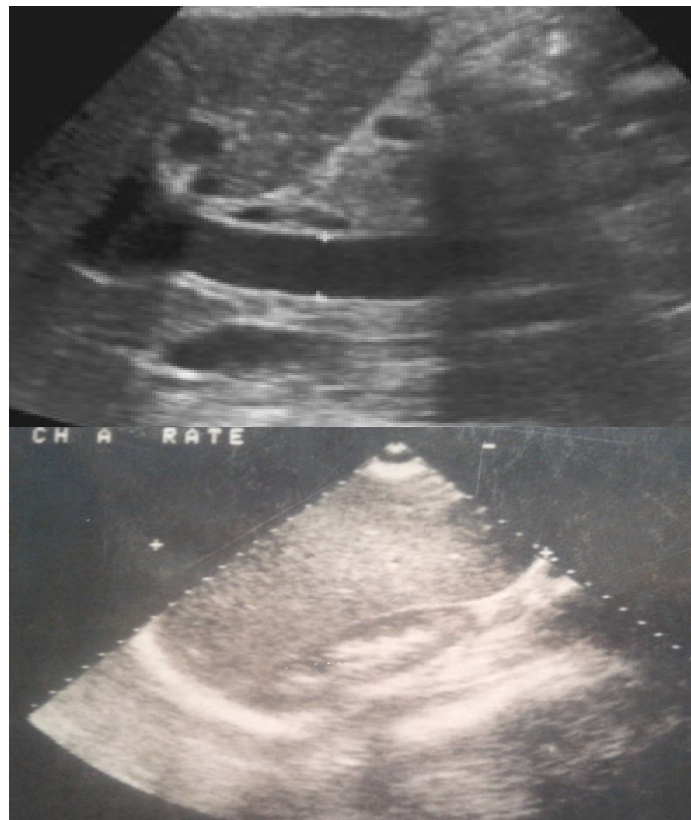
image échographique du patient de l'obs.n°5 montrant (en haut) une VP dilatée et (en haut) une SMG homogène.
